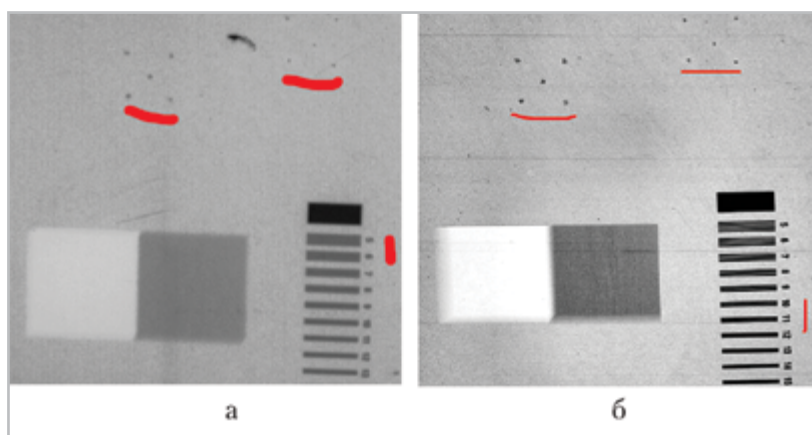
Рентгенограммы фрагмента фантома CIRS с 3-кратным увеличением: *а* – оптически; *б* – прямым геометрическим
